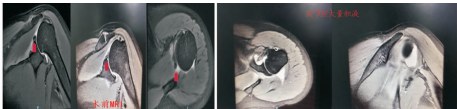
术前 MRI 提示肩盂钙化沉着物、关节腔内大量积液
